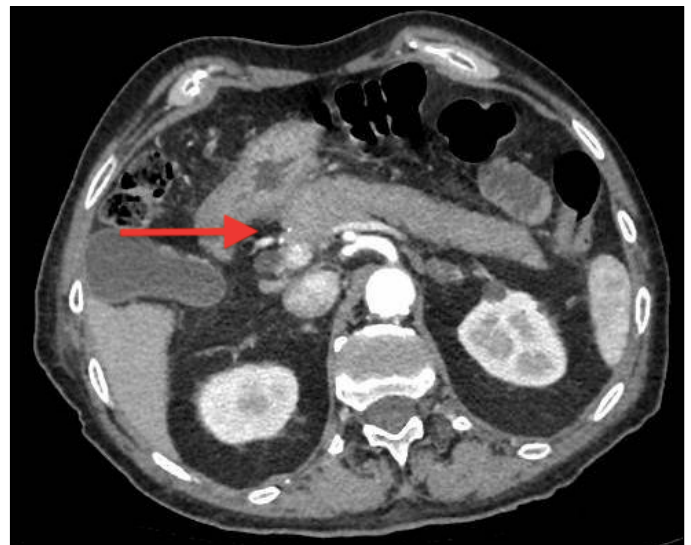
Corte axial de TC de abdomen. Buena evolución radiológica con respecto al estudio previo, observándose resolución del absceso pilórico. Estenosis conocida en la segunda porción duodenal.
